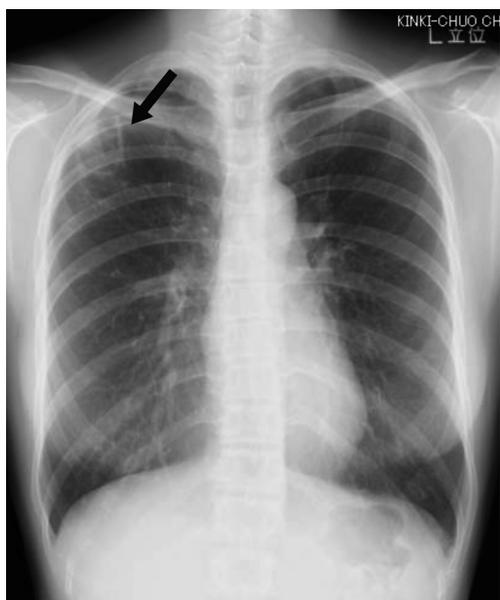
Chest X-ray showed a thin-walled cavitory lesion in the right upper lung field.
